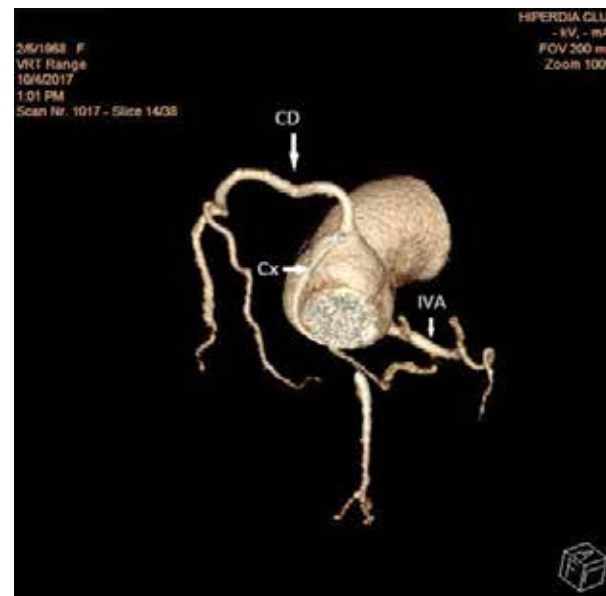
Pe imaginea de reconstrucție CT se observă traseul retroaortic al arterei circumflexe (Cx) care are originea în sinusul coronarian drept
